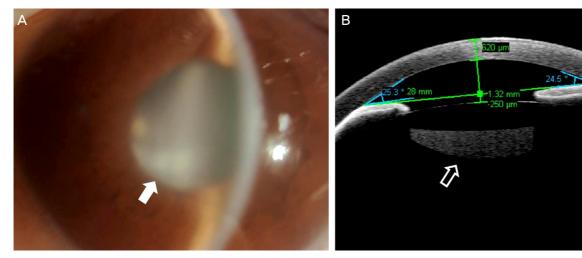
Anterior segment examination on the first day of visit. (A) Slit lamp examination. Marked corneal edema and shallow anterior chamber (around 2 central corneal thickness). Note white solid arrow designating whitish material behind intraocular lens which seemed to be remnant cortical material. (B) Anterior segment optical coherence tomography. Shallow anterior chamber and sharp chamber angle are observed. Note a white hollow arrow designating dense liquid material confined between intraocular lens and posterior capsule. This dense liquid material is pooled right behind the intraocular lens and corresponds to whitish material presented as a solid arrow in (A).
